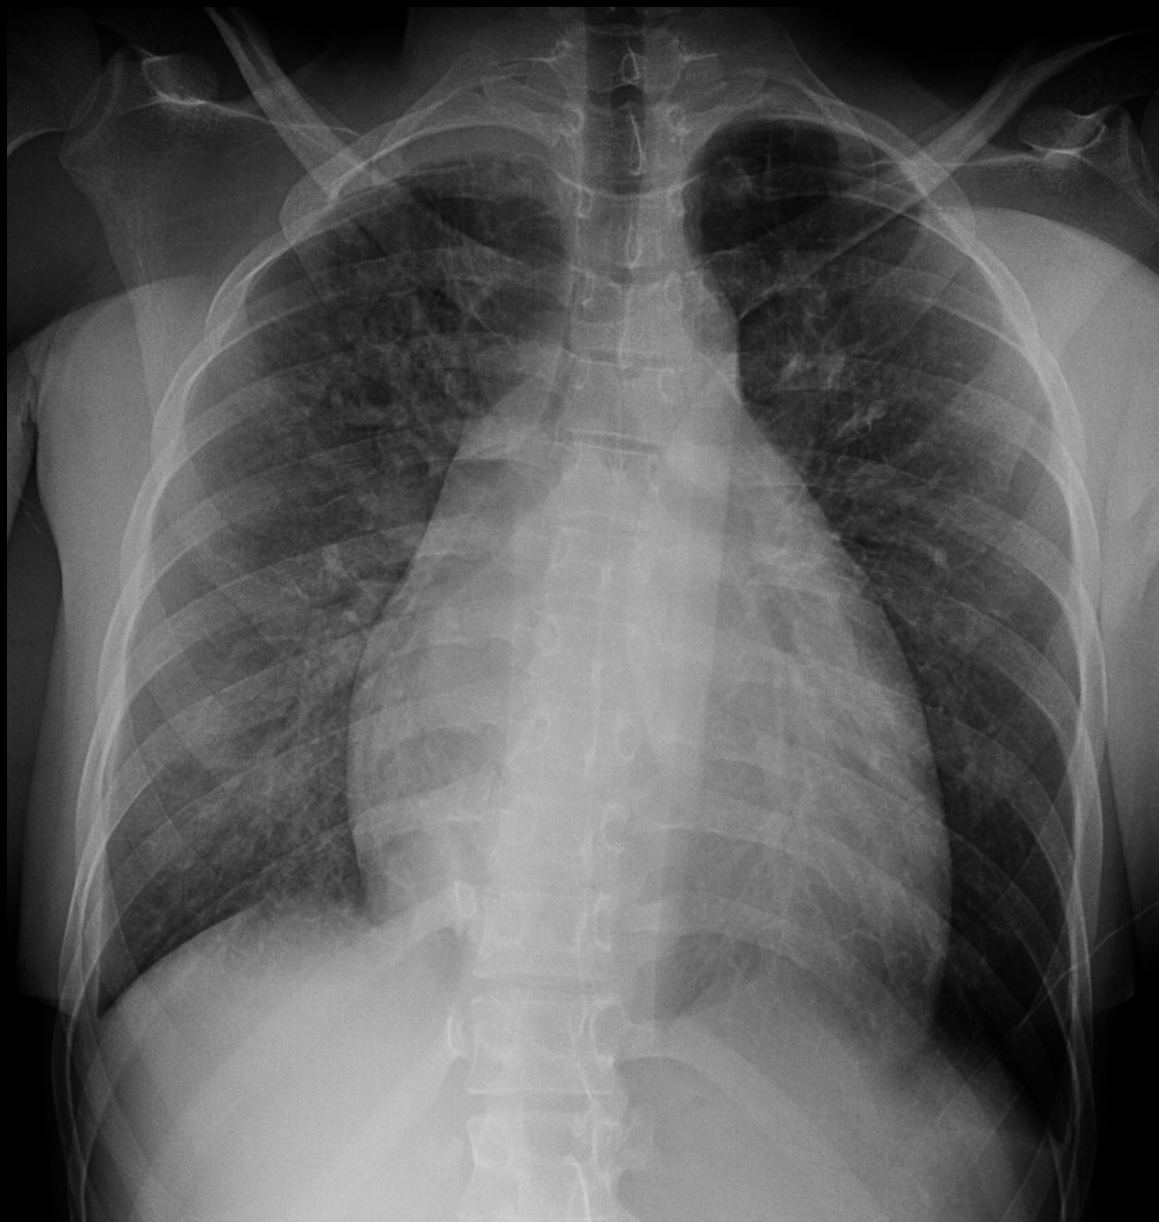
Radiografía de tórax en decúbito supino
